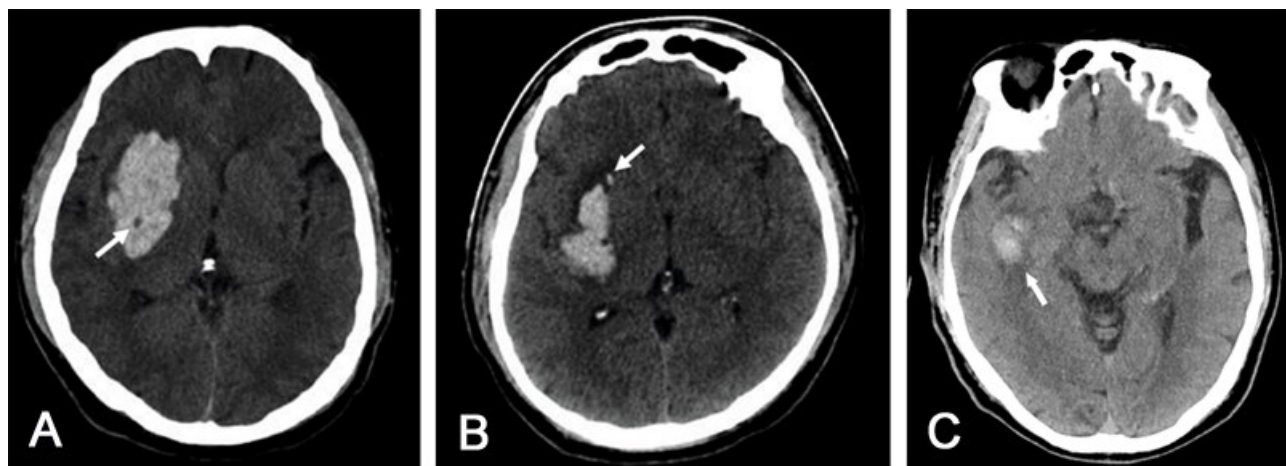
自发血脑出血血肿扩大的非对比剂增强CT征象与双能谱CTA碘征
